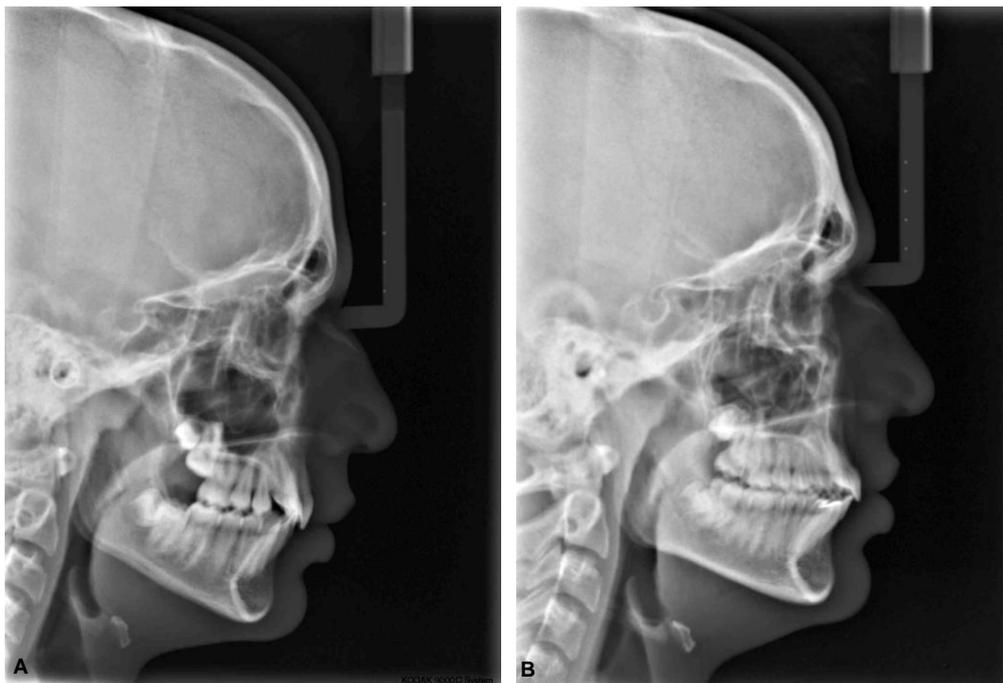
Telerradiografias pré (A) e pós-tratamento (B).
